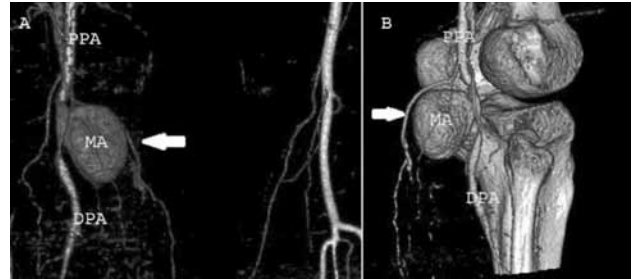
Three dimensional computed tomography angiography (CTA) image of popliteal artery pseudoaneurysm. Mycotic aneurysm (MA), proximal popliteal artery (PPA), distal popliteal artery (DPA).
